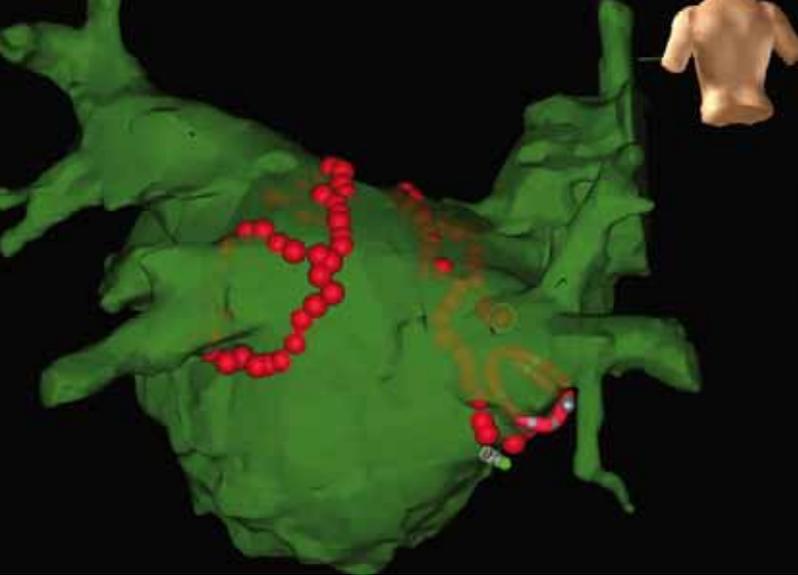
links: Röntgenfreie dreidimensionale Darstellung des linken Vorhofs mit den Pulmonalvenen. Die roten Punkte stellen die Ablationspunkte dar. Der Spiralkatheter (rot-grau) befindet sich in der rechten unteren Pulmonalvene. Die Spitze des Goldspitzenkatheters (hell grün) liegt vor der Mündungsstelle der rechten Unteren Pulmonalvene. Rechts: Goldspitzenkatheter mit goldenen Elektroden (Biotronik, Ableitung elektrischer Signale, Übertragung des Verödungsstroms) und drei Magneten (Steuerung des Katheters).
